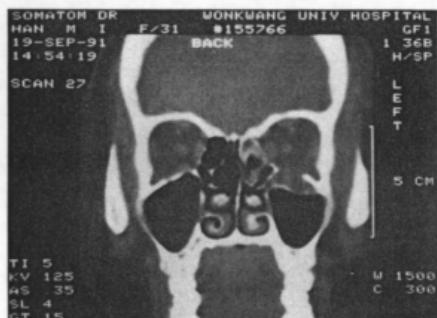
Coronal section of CT showing the impure blowout fracture with herniation of soft tissue into the maxillary sinus.
